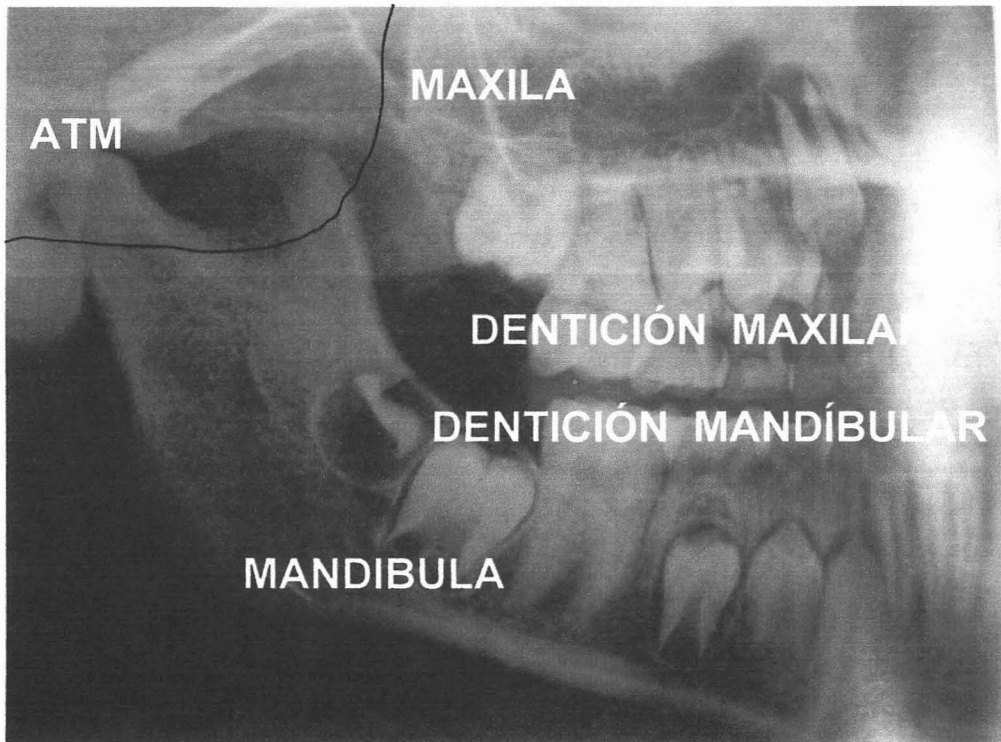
representación de la zonas de estudio en una ortopantomografía.
